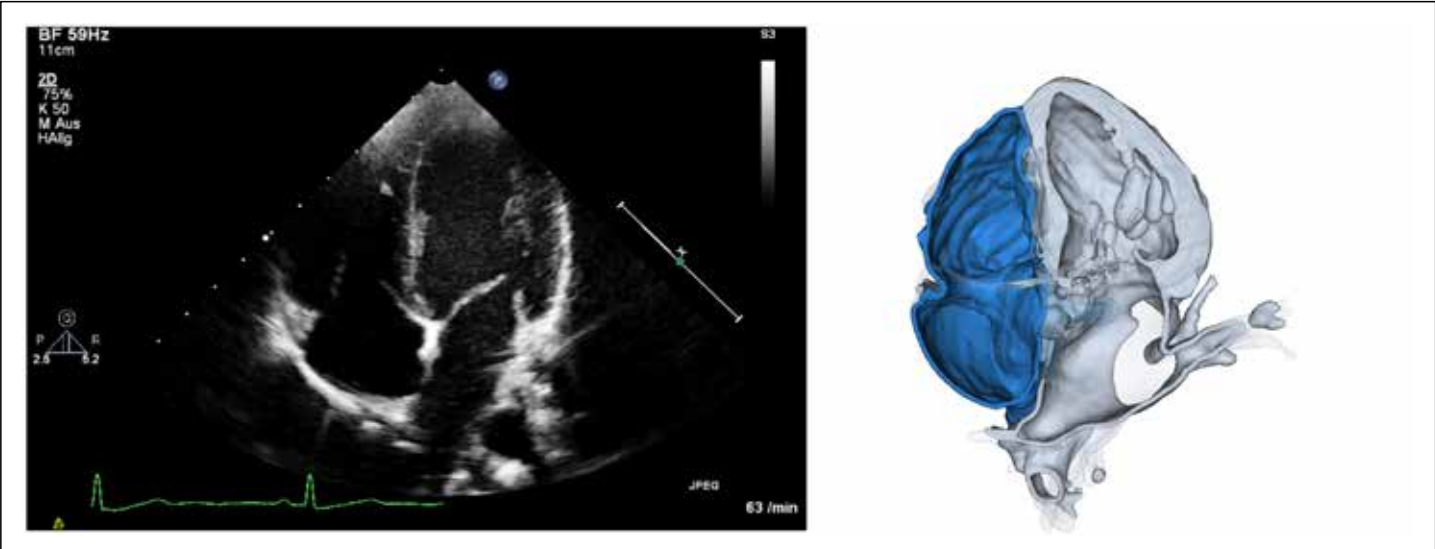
Echokardiographischer Vierkammerblick; Rechts: entsprechende dreidimensionale Darstellung im Modell.
